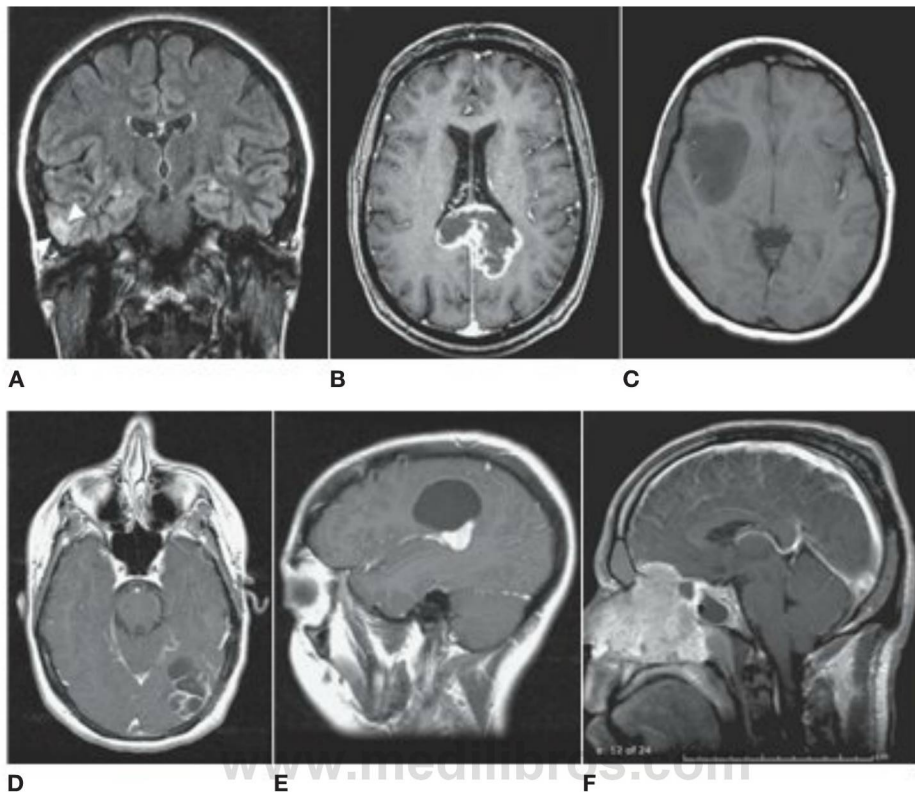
1 Tumores neuroepiteliales, vistos con resonancia magnética (RM). A, Xantoastrocitoma pleomórfico. El tumor se observa en la imagen de recuperación de Inversión con atenuación de fluido (FLAIR) como una zona de intensidad de señal aumentada en el lóbulo temporal derecho (*puntas de flecha*). B, Glioblastoma. Se identifica una lesión con una masa con un halo que capta contraste en el cuerpo calloso (RM con gadolinio, potenciada en T1). C, Oligoastrocitoma. El tumor en la región subinsular derecha tiene unos márgenes claros, lo que sugiere falta de deleción en el brazo corto del cromosoma 1 (RM potenciada en T1). D, Ependimoma anaplásico. Es evidente un tumor parcialmente nodular y parcialmente quístico en la zona temporooccipital Izquierda (RM con gadolinio, potenciada en T1). E, Ganglioglioma. Esta masa está compuesta de un gran quiste y de un nódulo que capta en el margen inferior (RM con gadolinio, potenciada en T1). F, Estesioneuroblastoma. El tumor ocupa toda la cavidad nasal e invade el compartimento intracraneal a través de la lámina cribosa (RM con gadolinio, potenciada en T1).
